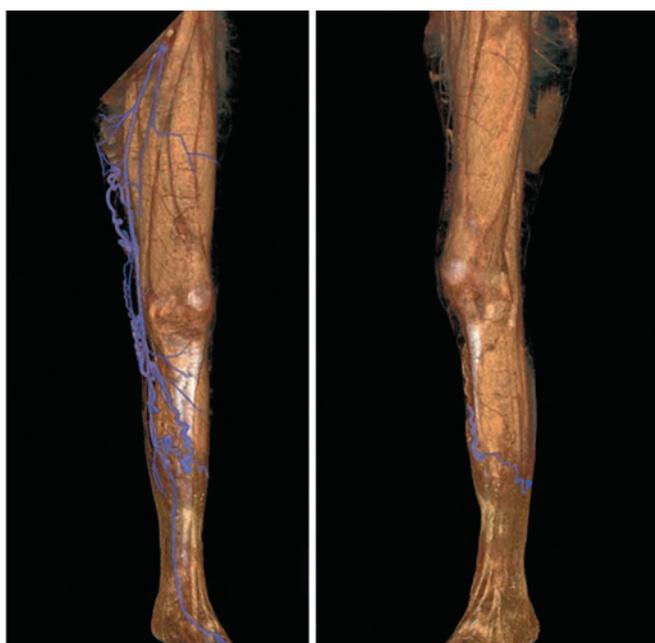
Виртуальная 3D-модель поверхностных вен на основании результатов УЗИ
